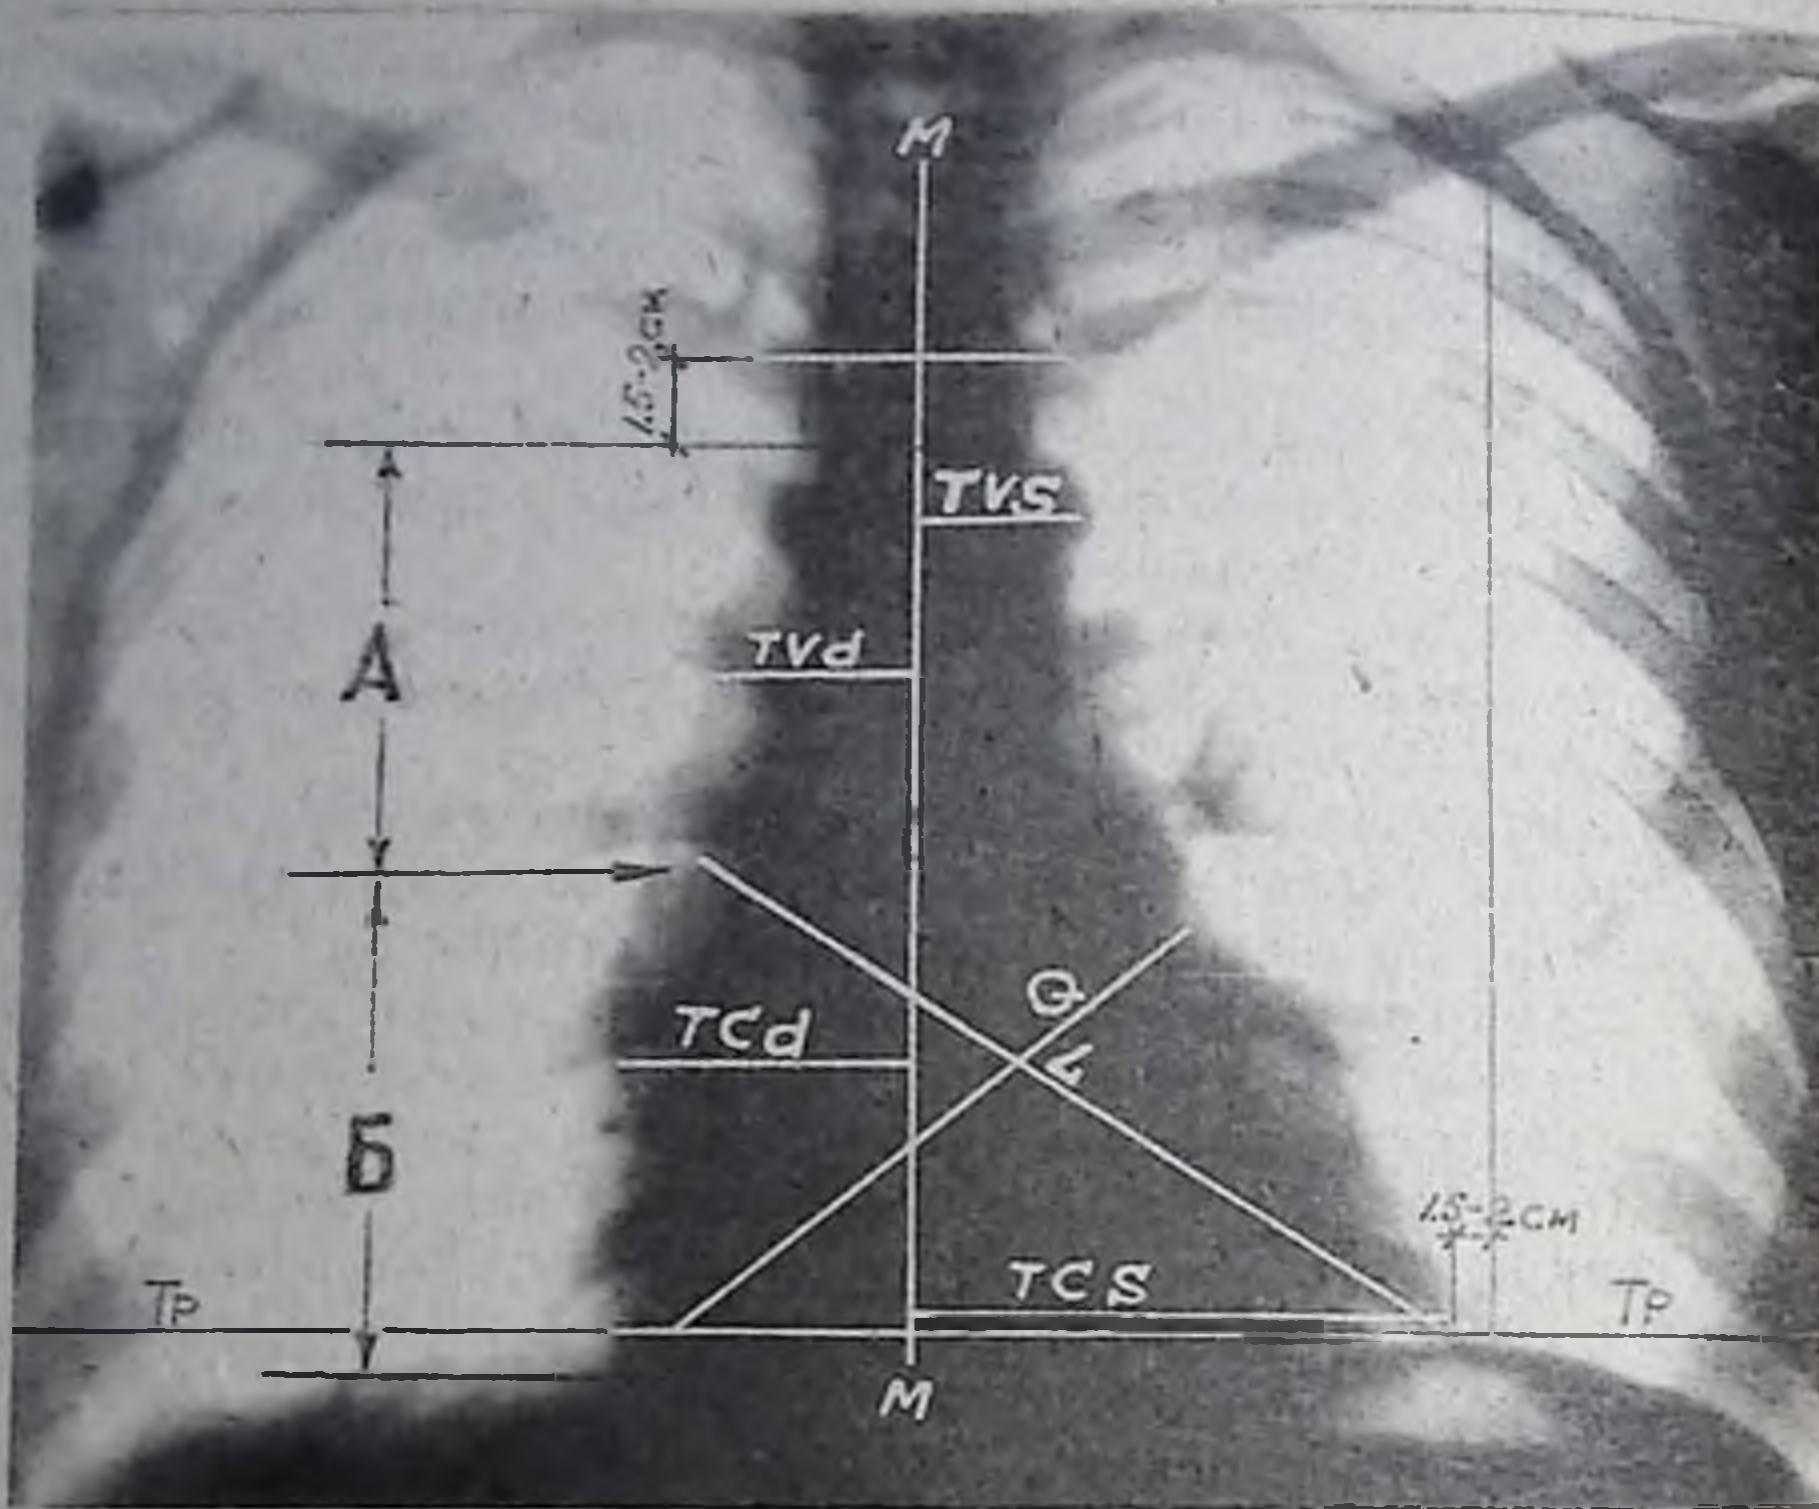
Рентгенограмма грудной клетки в прямой проекции. Измерение сердца (кардиометрия).
